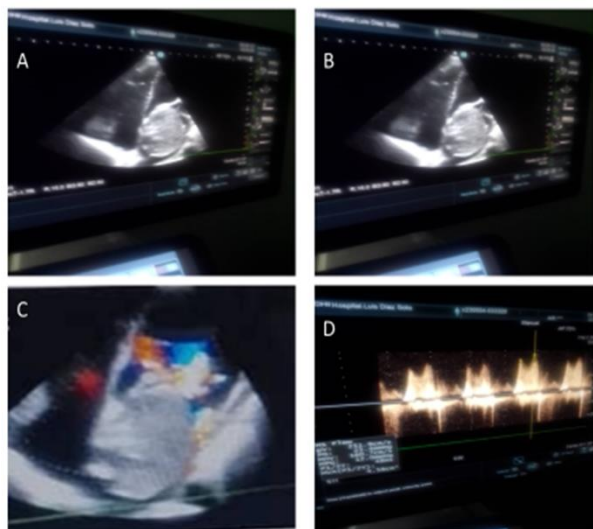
Ecocardiograma Transtorácico. A-B: Modo 2D. Vista apical 4 cámaras se observa imagen tumoral que ocupa la aurícula izquierda casi en su totalidad y protruye hacia ventrículo izquierdo. C: Turbulencia diastólica ocasionada por la obstrucción mecánica del Mixoma. D: Doppler continuo que evidencia curva de estenosis mitral severa.
